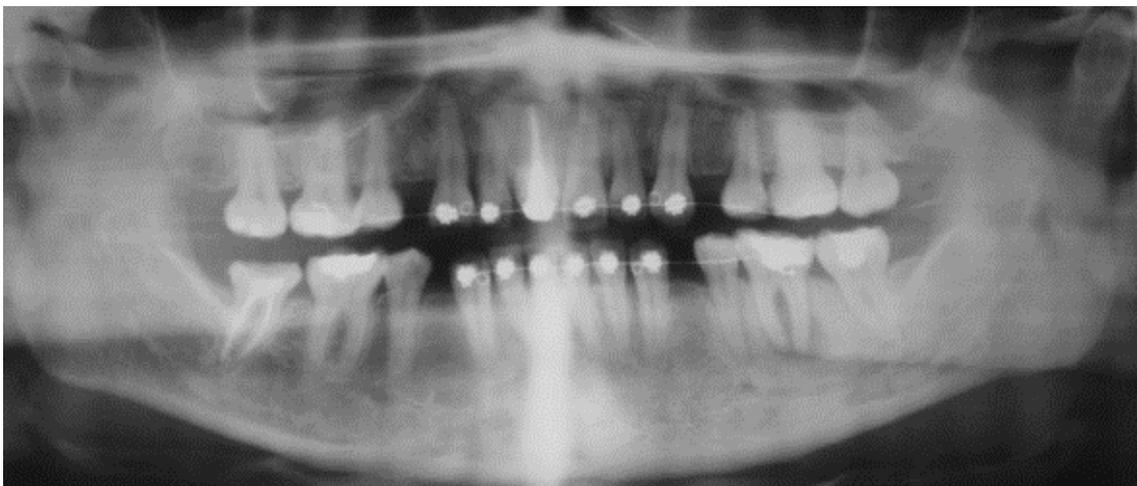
radiografía panorámica con lesión periapical en el órgano dental 36, edad del paciente 28 años el motivo de su consulta fue otro, pero ante la presencia de lesión se canalizo a endodoncia para su tratamiento. (Fuente directa CRED de DEPEI de FO. UNAM)
